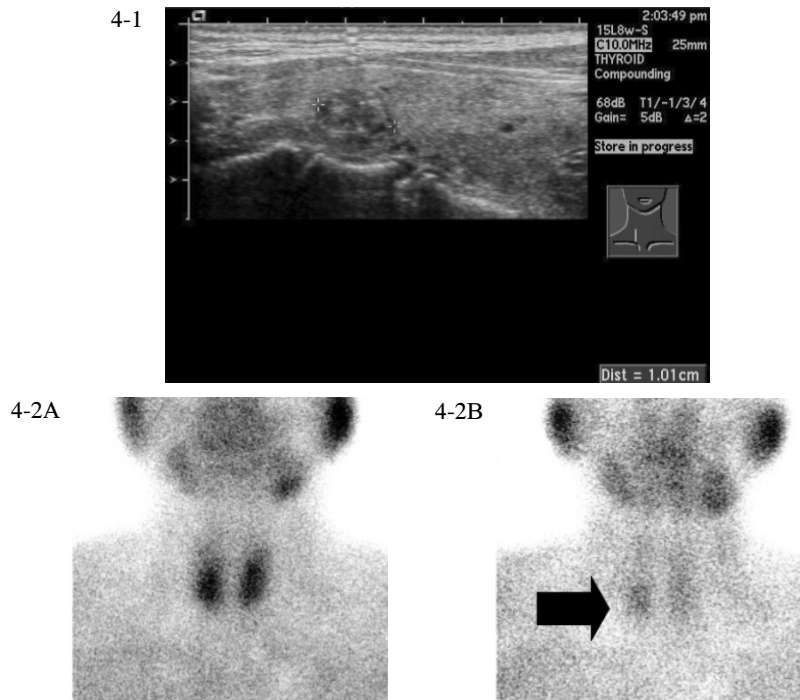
Thyroid sonography showed 1cm sized oval shape nodule in right upper lobe.
